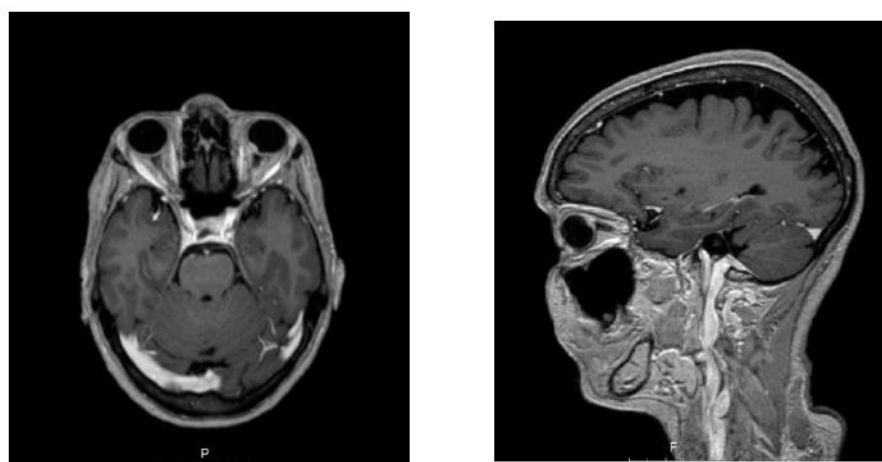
Ressonância magnética: A - axial B - sagital
